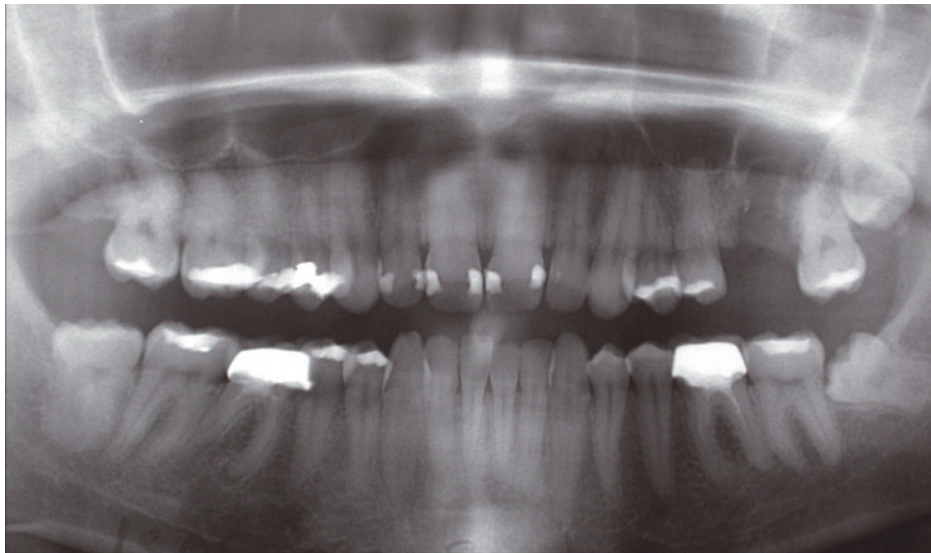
Orthopantomogramme montrant une CBS post extractionnelle de la 26.
